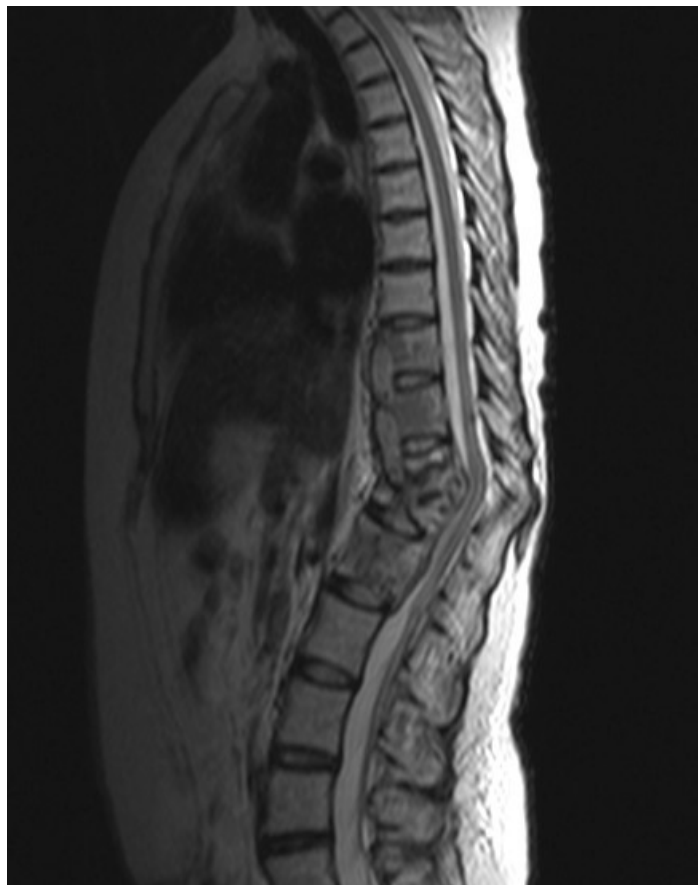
Imagen de resonancia magnética que reveló la fractura y el aplastamiento de vertebras, así como la compresión medular. Tomada el 28 de junio de 2005.
